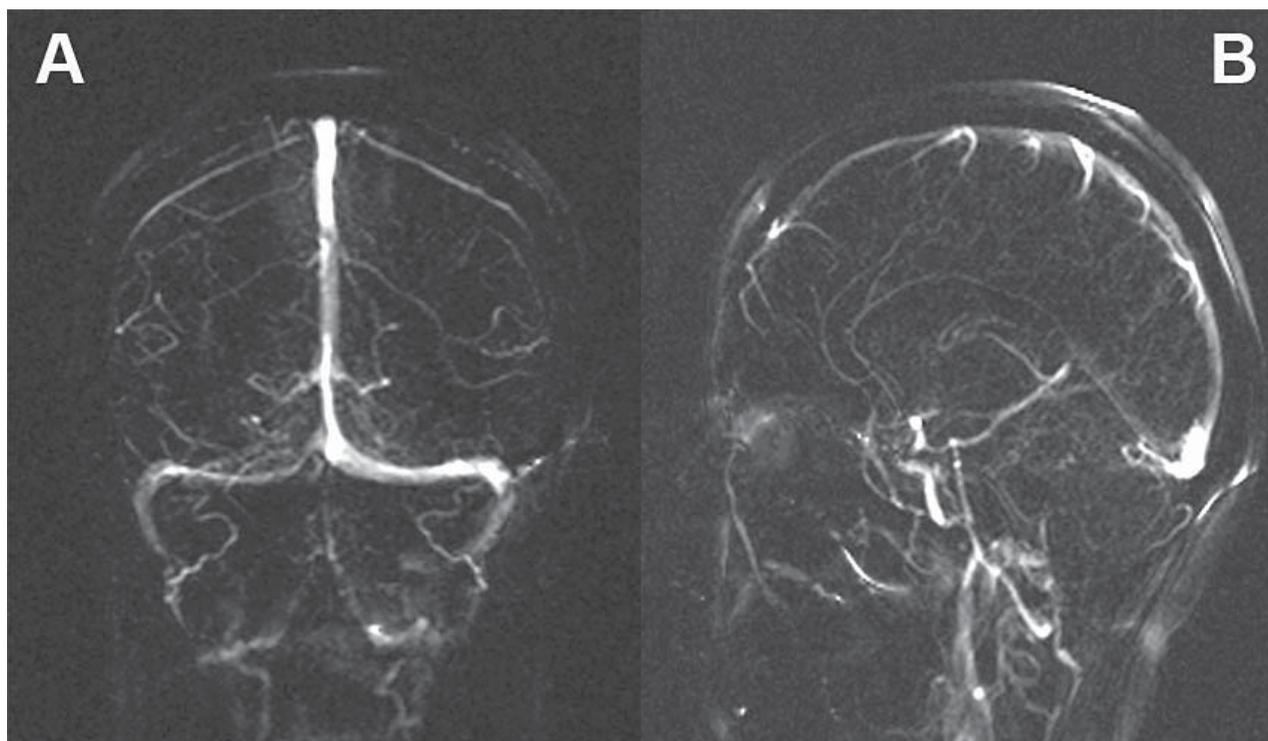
Ressonância Magnética de re-avaliação. Angio- RM venosa (PC com VENC 10) coronal (A) e sagital (B) evidenciando reperfusão do seio longitudinal superior e do seio lateral direito
